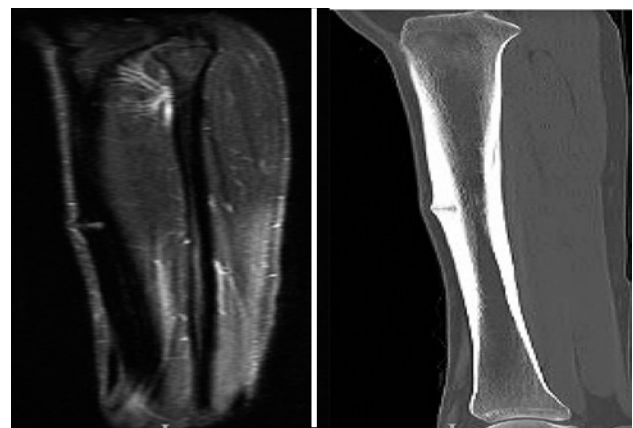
RMN(Y TAC útiles para diagnóstico precoz y diagnóstico diferenciales
